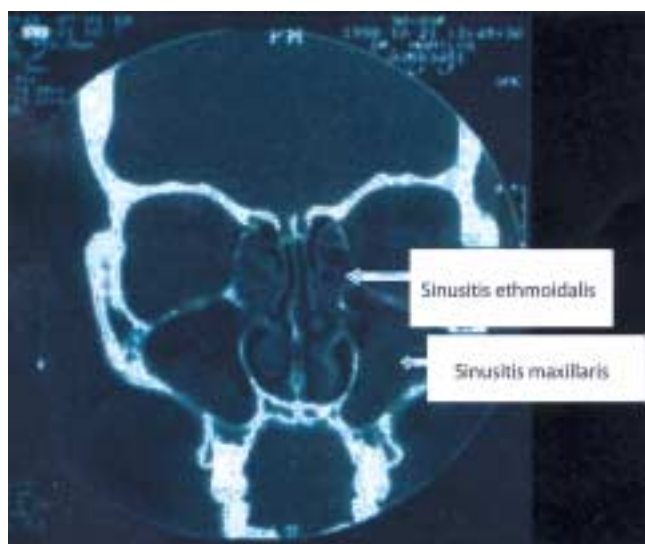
CT mit Darstellung einer Sinusitis maxillaris und ethmoidalis
